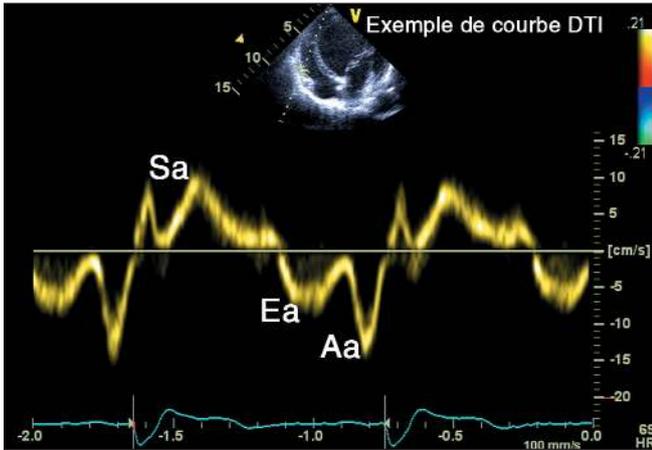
Exemple de courbe Doppler tissulaire à l'anneau tricuspide. Intérêt pour la mesure de Sa et aussi Ea.
